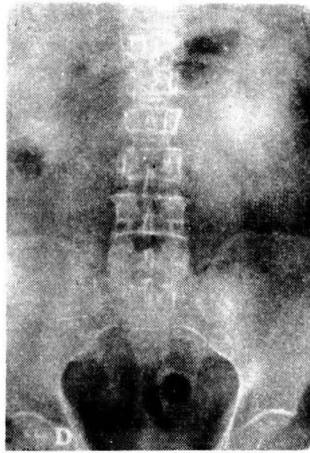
(Obs. II). Radiografía simple postoperatoria. Extracción total y completa de los cálculos.
